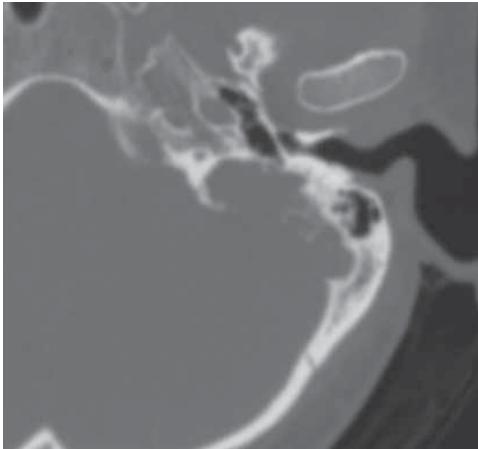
Спиральная компьютерная томография левой височной кости пациентки 36 лет, аксиальная проекция. Опухолевая масса локализуется в области задней поверхности пирамиды с разрушением стенки задней черепной ямки
